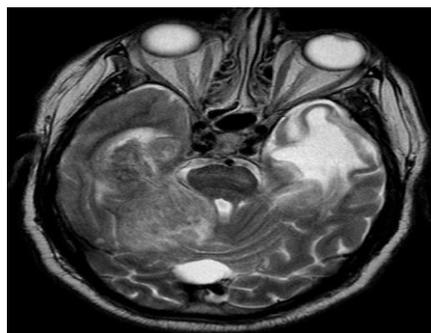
Ішемічний інсульт (МРТ)*
